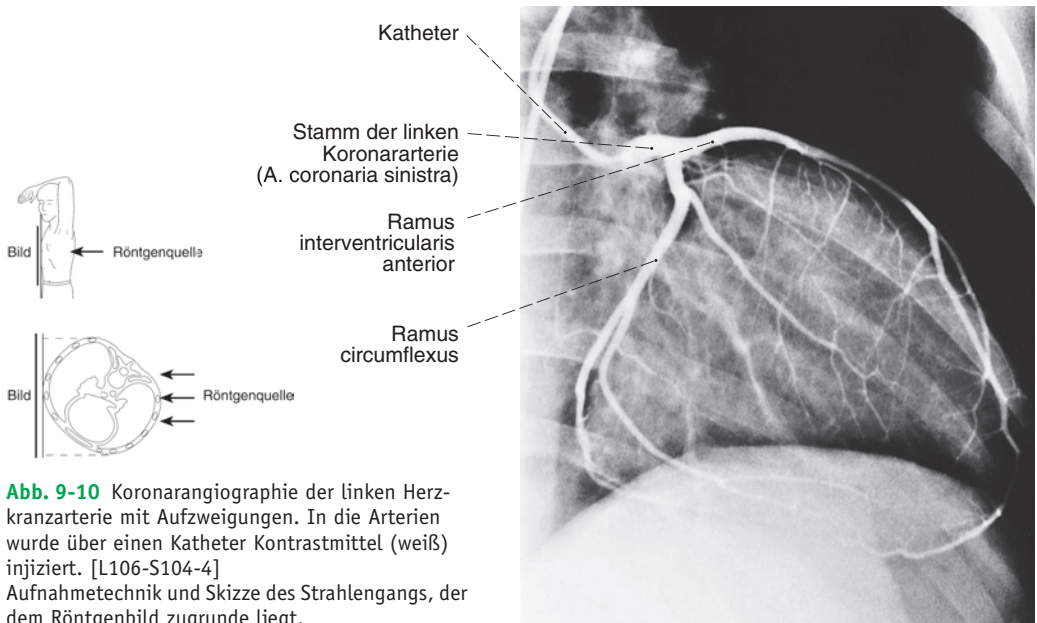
Koronarangiographie der linken Herzkranzarterie mit Aufzweigungen. In die Arterien wurde über einen Katheter Kontrastmittel (weiß) injiziert. [L106-S104-4] Aufnahmetechnik und Skizze des Strahlengangs, der dem Röntgenbild zugrunde liegt.
